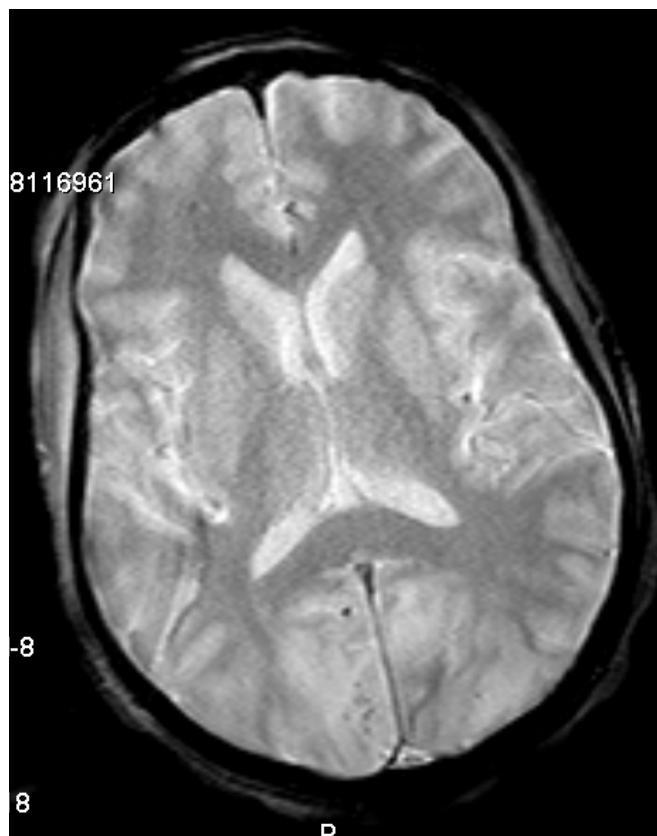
Imagens da RMN-CE realizada ao 25º dia de internamento – Sequência T2*.A Jehová Dios, quien ha sido mi guía y fortaleza para llevar a cabo cada una de las metas que me he propuesto.
